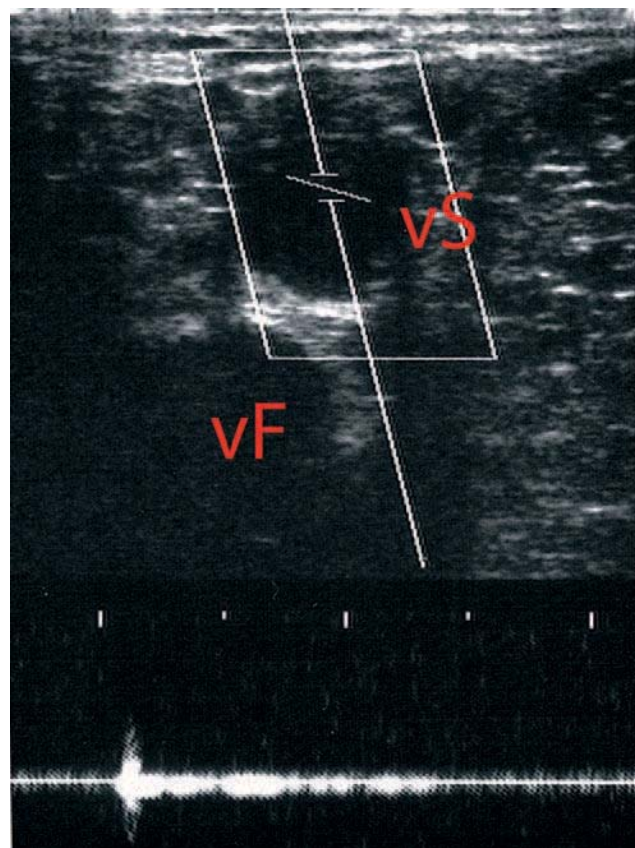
Patient debout, échographie de la terminaison de la GVS (vS) et de la veine fémorale (vF) avant le gonflage de la vésicule
